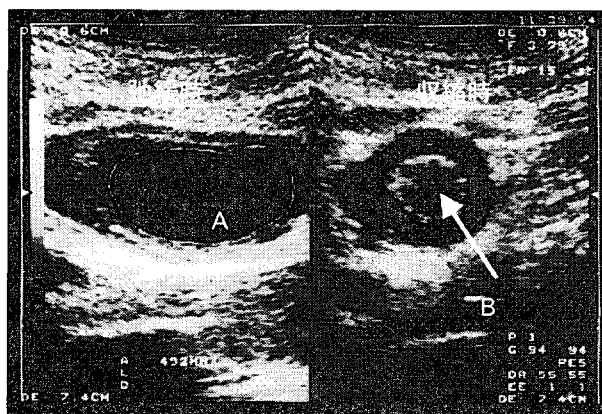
胃前庭部横断面の超音波写真(弛緩時の前庭部断面面積: A, 収縮時の前庭部断面面積: B)
